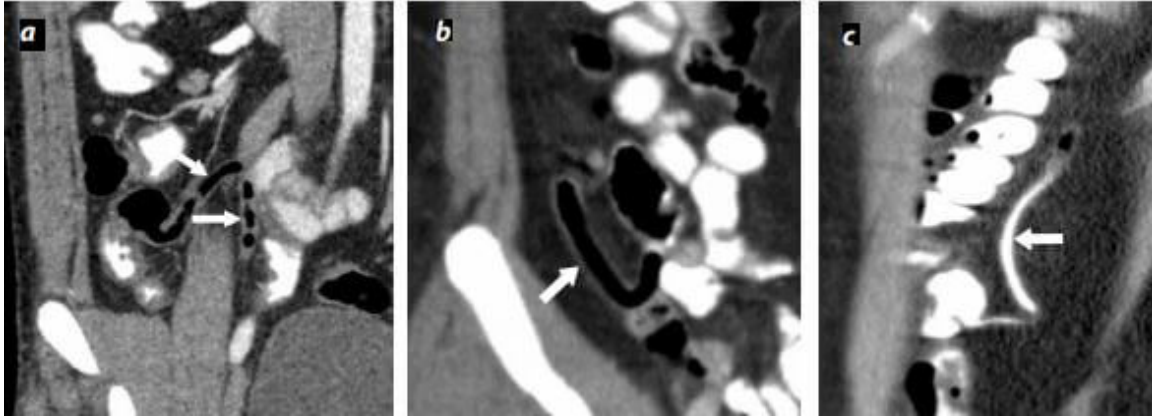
TC de Apéndice normal
